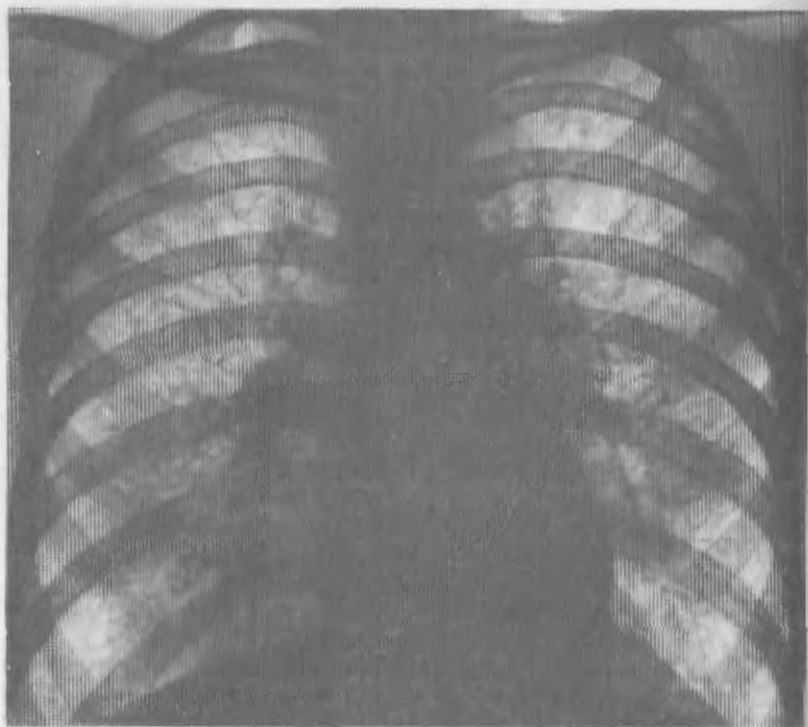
Рентгенограмма легких при хроническом бериллиозе, интерстициальная форма. Преобладает диффузная мелкая сетчатость. В нижних и наружных отделах легочных полей появляются очаговые тени.
